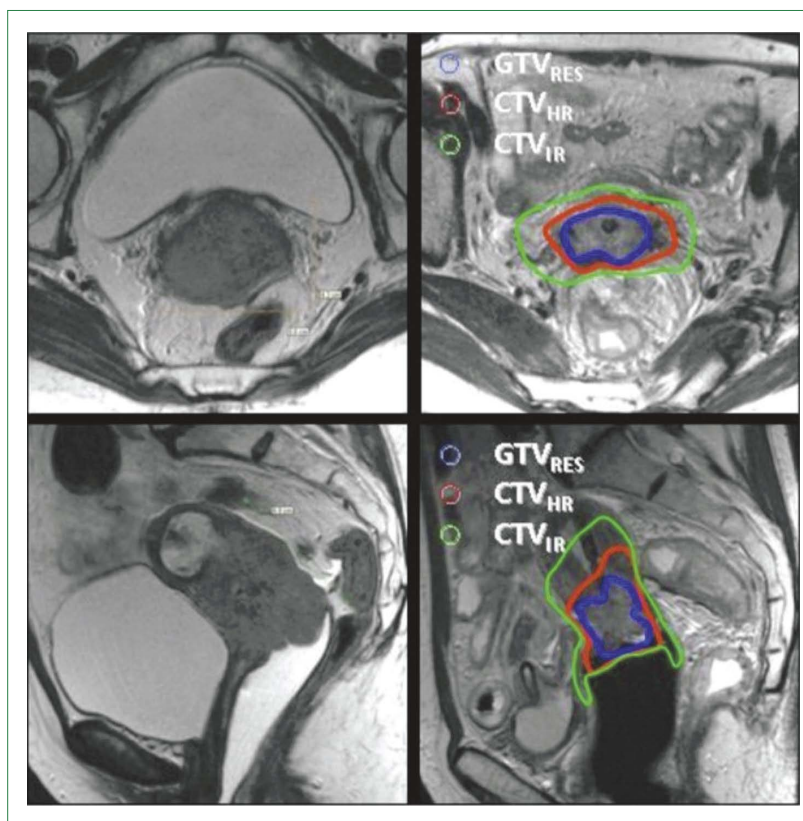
Пример планирования брахитерапии по МРТ-изображениям
